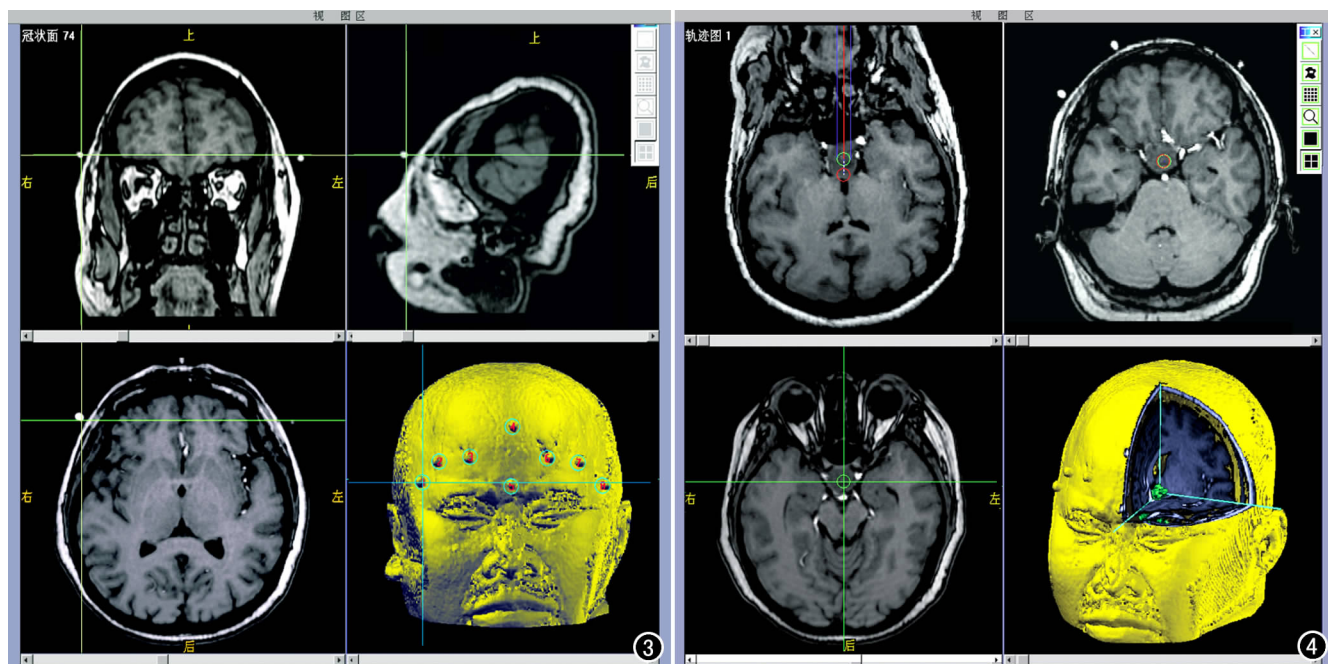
MRI 扫描图像在导航工作站上通过建立三维立体图像来制订手术方案,包括计算病灶深度、确定手术入路和标记重要结构。 图 4 患者头颅标记物与工作站影像标记物进行配准注册,减少系统导航定位误差。
